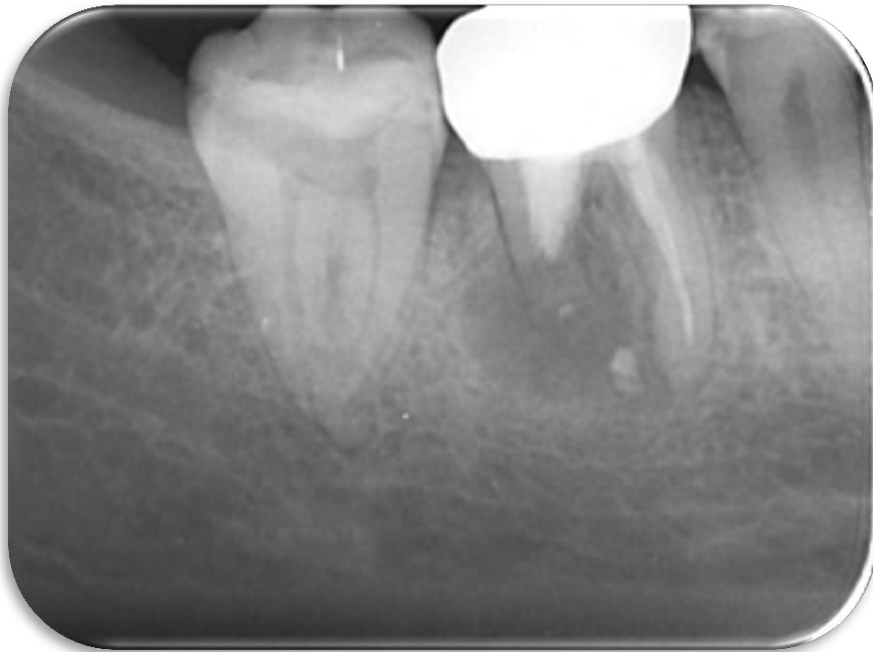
Radiografía control a los 18 meses
